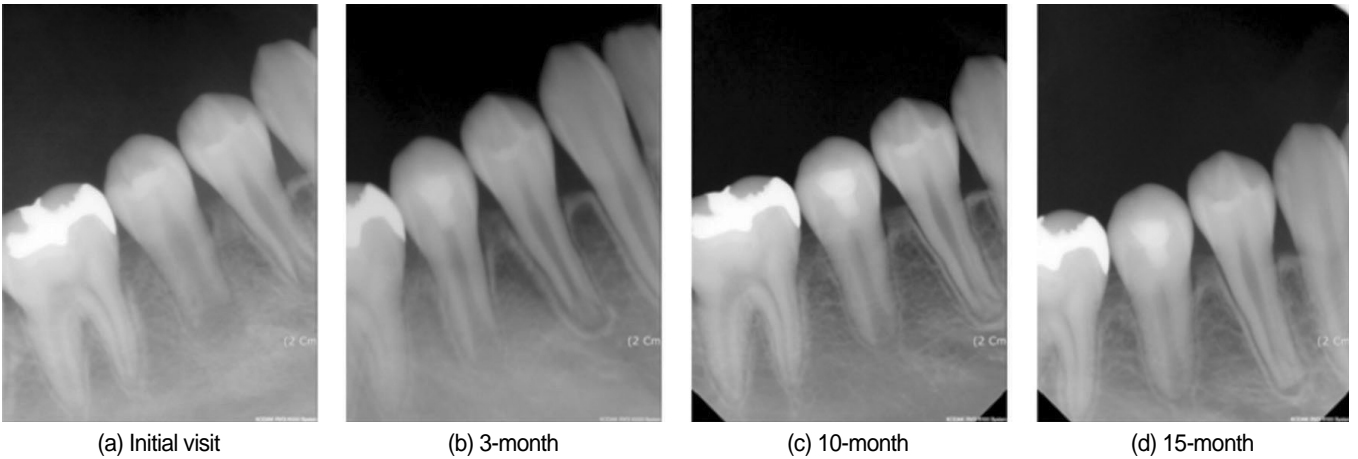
Periapical radiographs of case 1. Radiographs revealing the maturation of the root apex, a significant increase of root walls, healing of a periapical bone, and a gradual deposition of calcified structure of the root.
